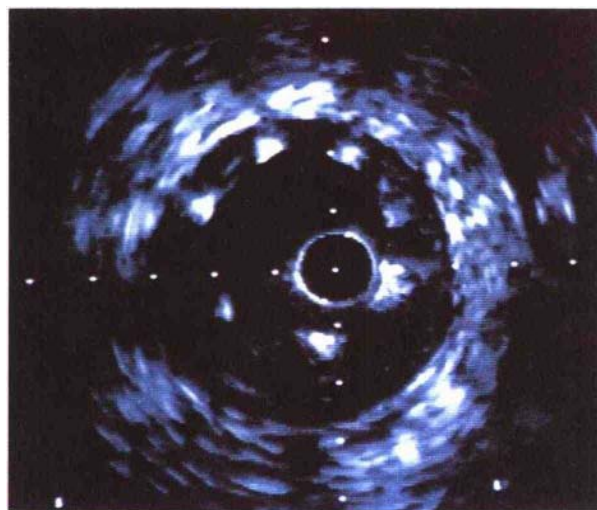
冠状动脉内支架植入术后血管内超声所见
